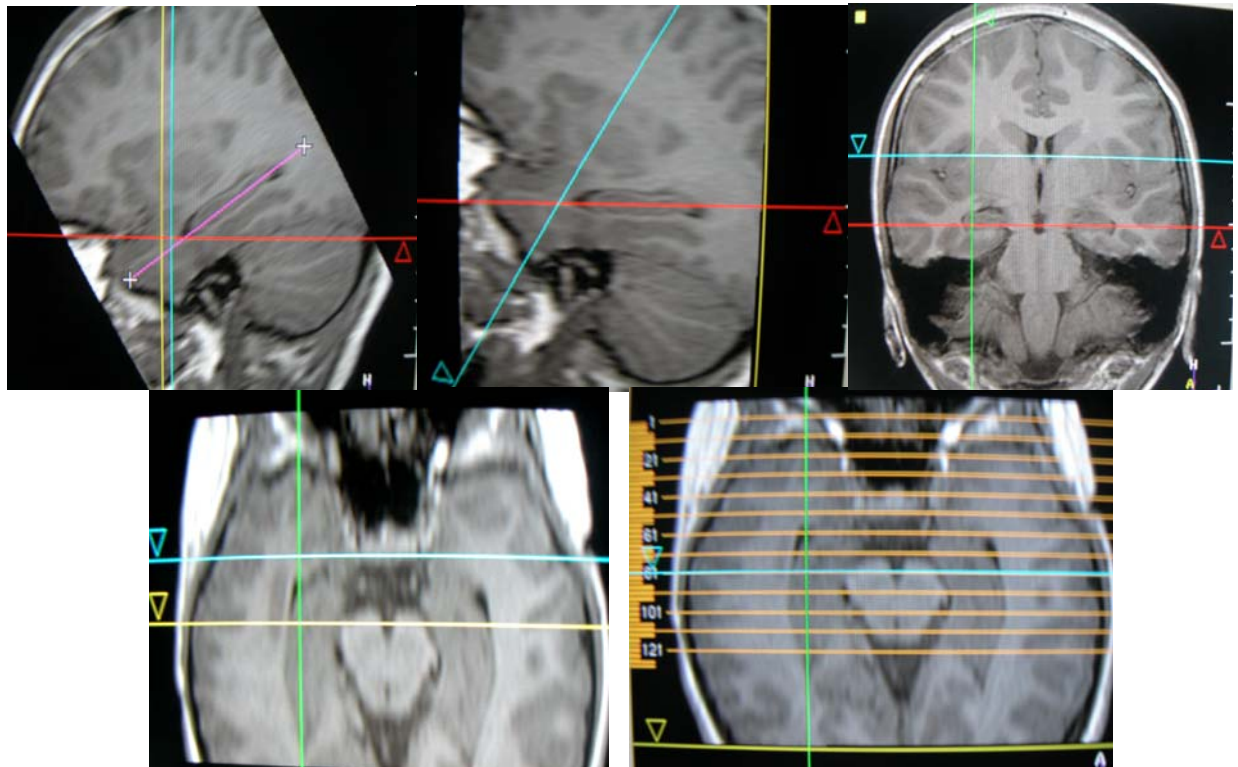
As imagens por RM demonstram outro método para formatar o lobo temporal anterior, e o hipocampo, respectivo. Observamos os contornos bem definidos das estruturas no presente estudo, e colocamos uma linha de referencia ao nível da região mais posterior da cissura silviana ou esplênio, e outra linha perpendicular ao lobo temporal anterior (A), depois colocamos a imagem do hipocampo num plano horizontal (B), que também é visto no plano coronal (C), e axial (D), e imediatamente o programa reformata em planos axial e coronal, neste caso a reformatação em plano axial (E), mostrando os lobos temporais anteriores, bilateralmente de uma forma comparativa.
